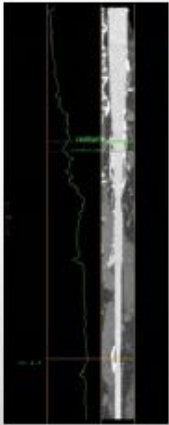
TDM : Axes ilio-fémoraux : calcifications
